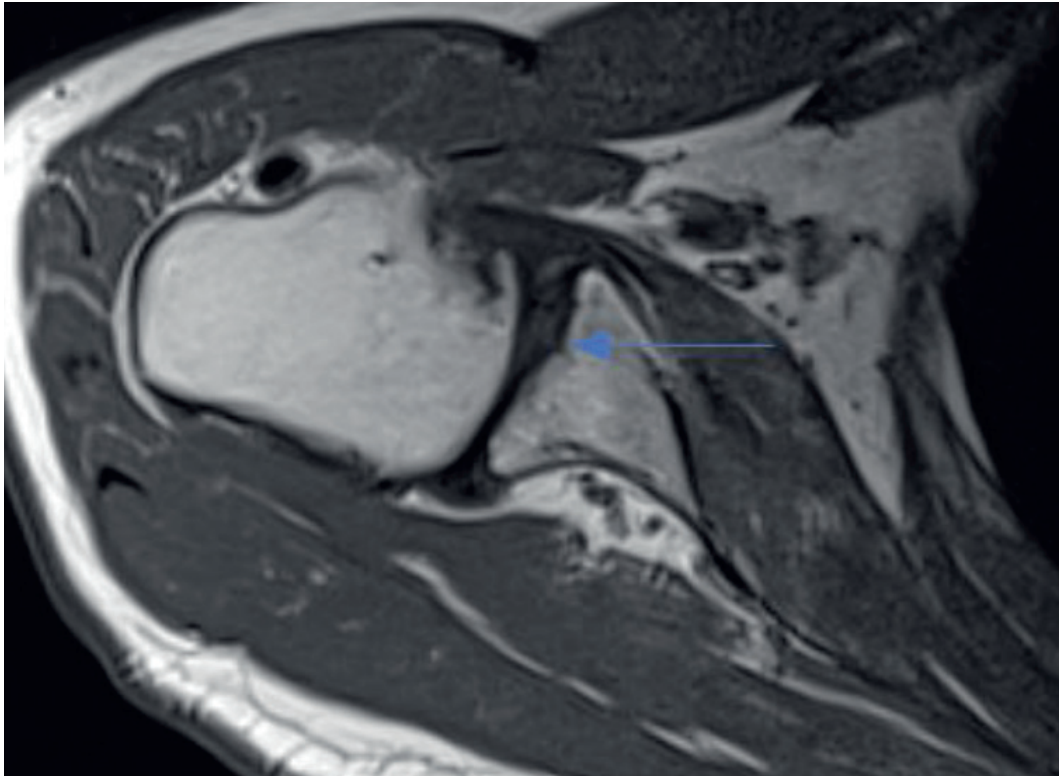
На МР-томограмі плечового суглоба (зображення зважене за часом релаксації T1) – ремодельована (стрілка) суглобова поверхня гленоїдального відростка лопатки в результаті консолідованого кісткового ушкодження Банкарта. Суглобова щілина нерівномірна (звужена в задніх відділах), головка плечової кістки дещо зміщена дорзально
